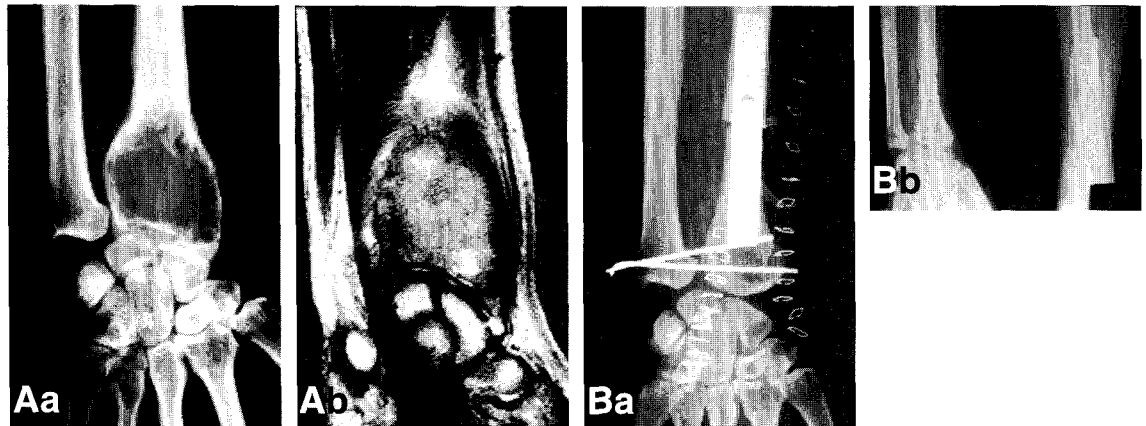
A. a. Initial X-ray. b. Preoperative MRI finding. B. a. Postoperative X-ray. b. Postoperative 2 years X-ray.
